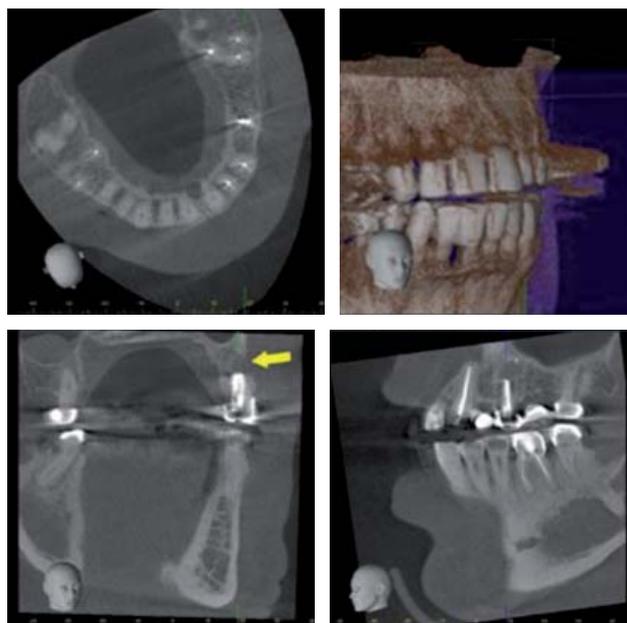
Tomografía computarizada Cone Beam que muestra un defecto asociado al OD 25 con tratamiento endodóncico previo con una raíz marcadamente acortada consistente con una apicectomía reciente sin irregularidades.
